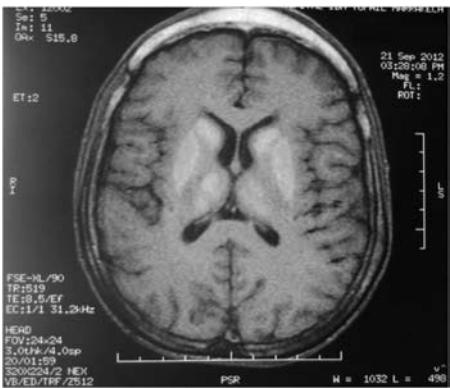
image d'IRM en coupe transversale objectivant des images en hyper signal en T1 des NGC en faveur de calcifications.
